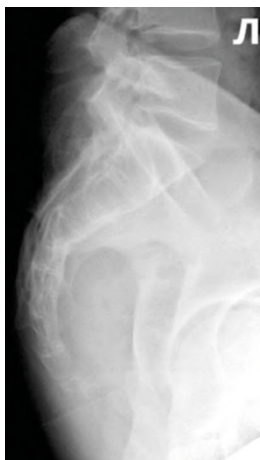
Рентгенограмма копчика. Левая боковая проекция
